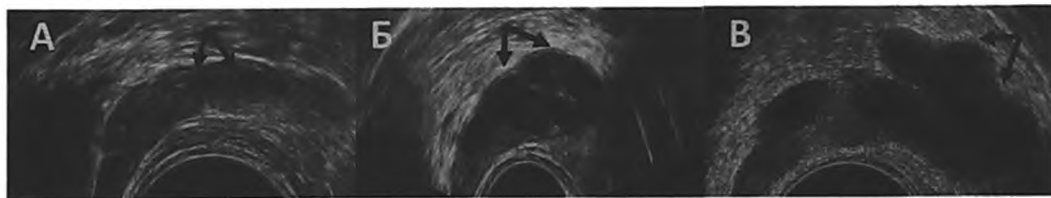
ТРУЗИ. Анэзогенные жидкостные включения в структуре семенных пузырьков (стрелки). А – в норме, Б – при везикулостазе на фоне дизритмии половой жизни, В – при остром трихомонадном везикулите.
